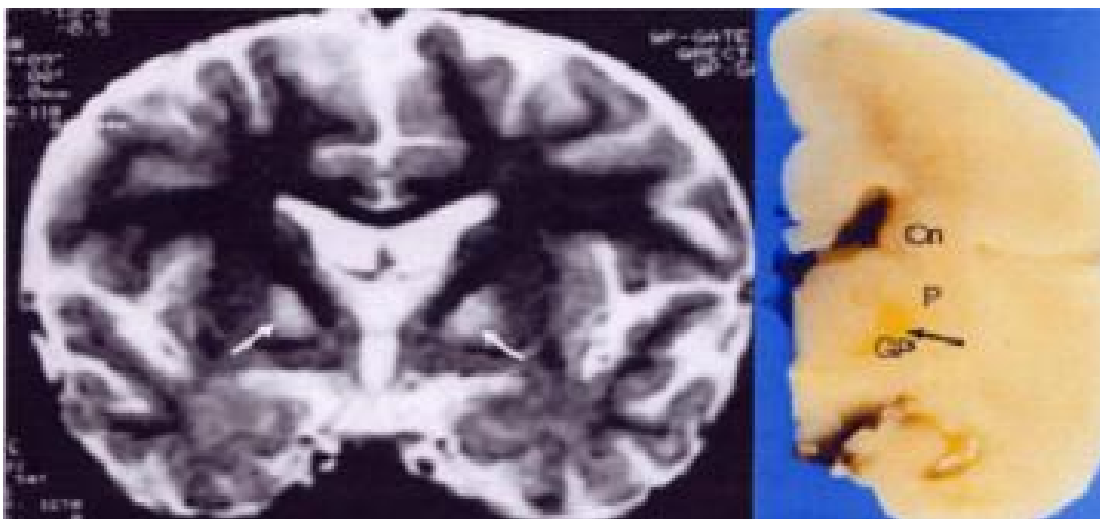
Atteinte des noyaux gris centraux sur coupe IRM et anatomique.
